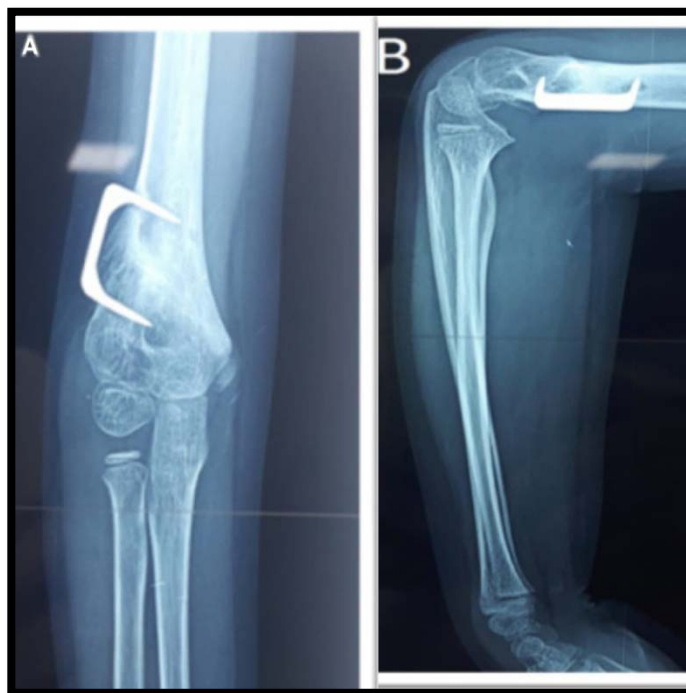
radiographies de coude droit face et profil postopératoire d'une ostéotomie de valgisation avec fixation par une agrafe, chez un garçon de 7 ans.
